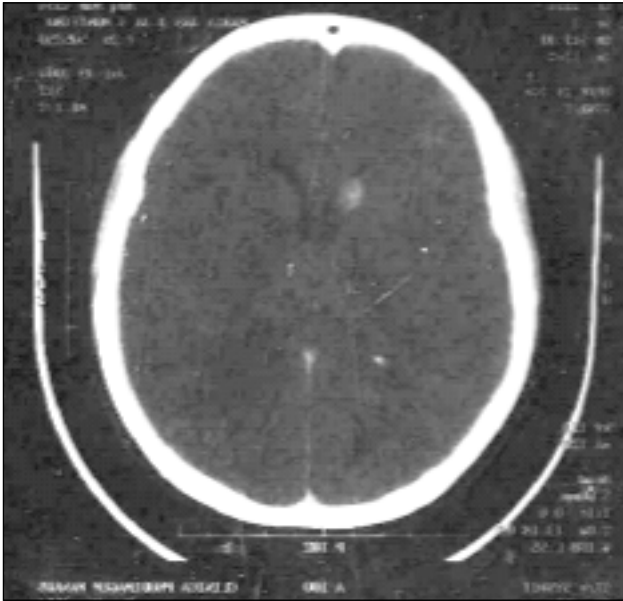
TC de crânio demonstrando lesão compatível com hemorragia do núcleo caudado e angioressonância demonstrando lesão compatível com neurotoxoplasmose
